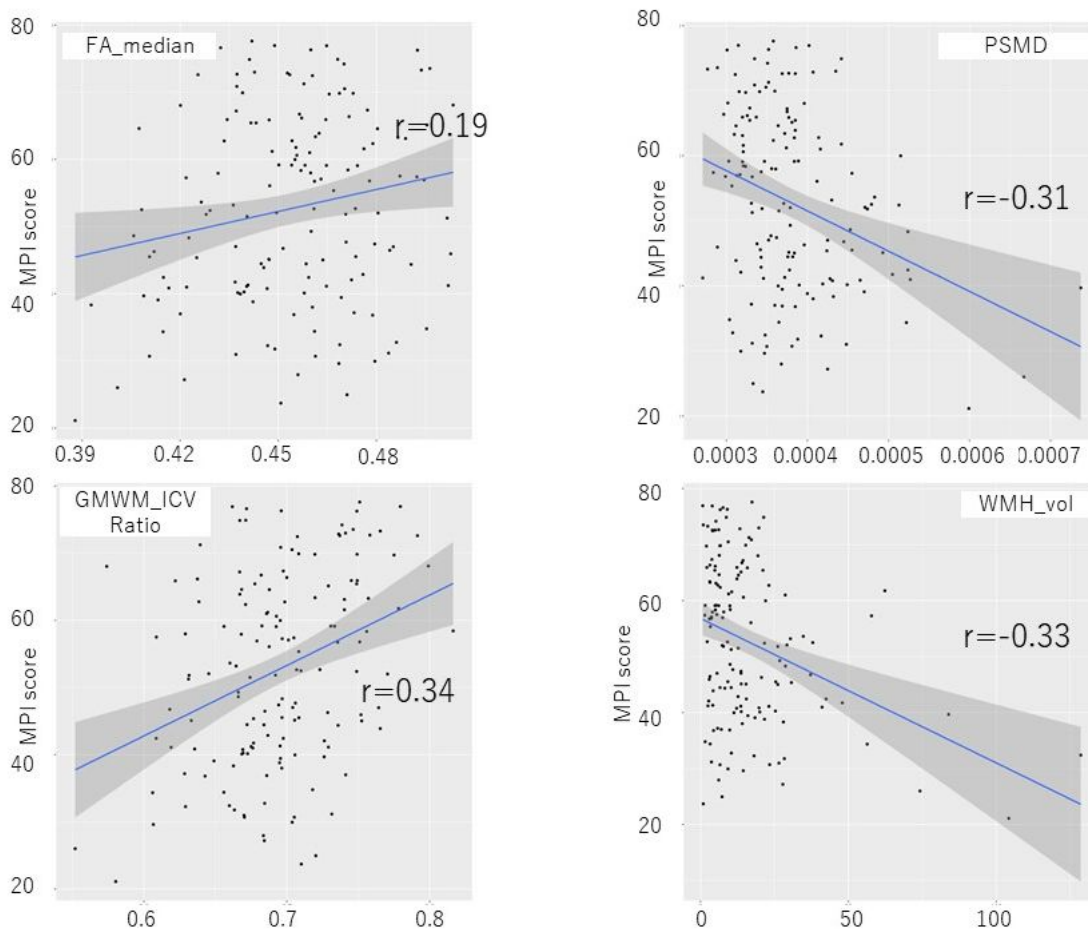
認知機能検査スコア(MPI score)と脳 MRI 画像から抽出した特徴量の相関図
